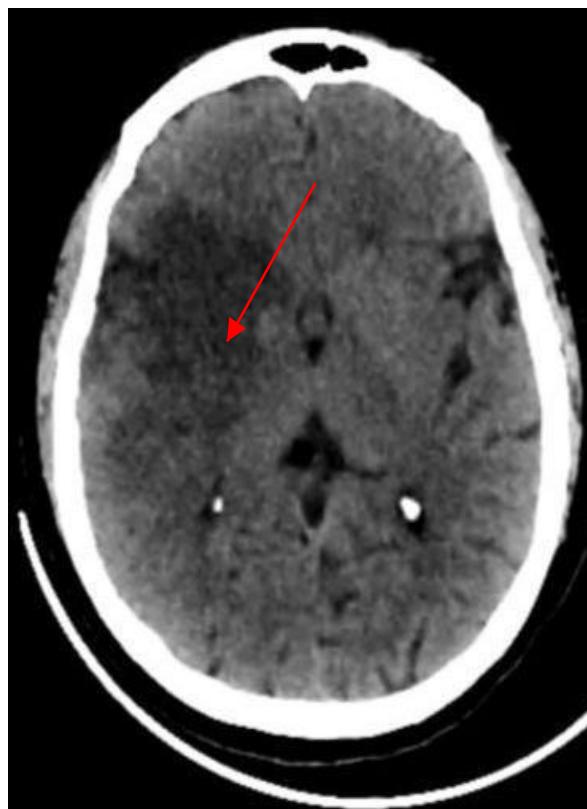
TDM cérébral montrant une lésion ischémique dans le territoire de l'artère sylvienne totale droite
